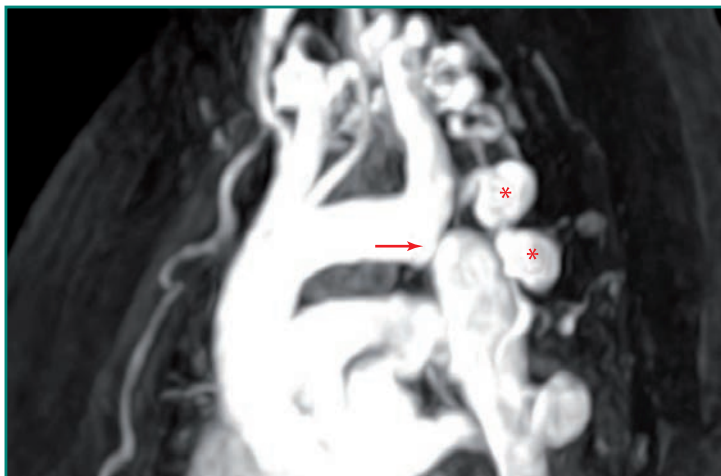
Resonancia magnética de un paciente con coartación de aorta posductual. Nótese la estenosis focal (flecha) y las prominentes arterias intercostales (asteriscos).
